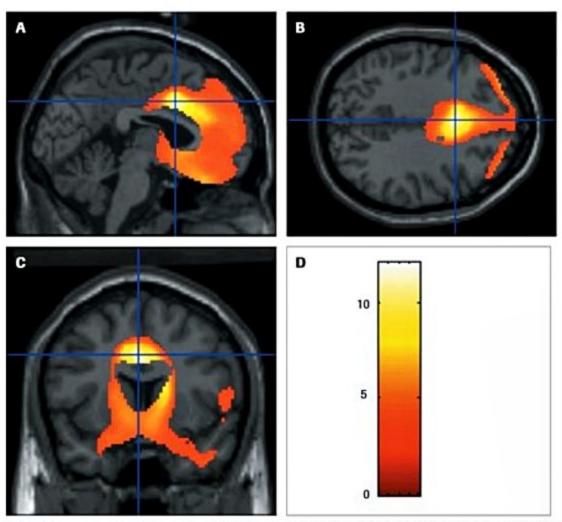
Tomografia por emissão de fóton único (SPECT) após tratamento estatístico (SPM) que a compara com padrão normal, revelando hipoperfusão frontal de predomínio medial em caso de demência frontotemporal.
